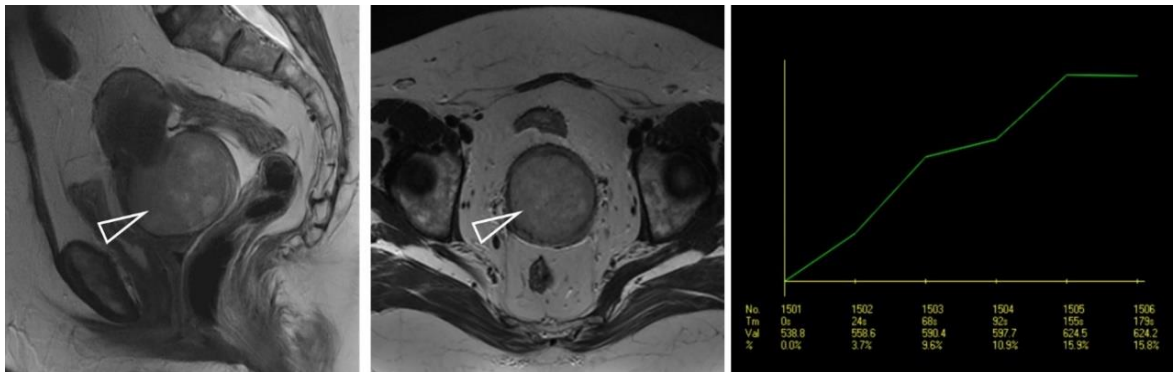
Женщина 47 лет, экспансивный процесс, представленный раком шейки матки. МРТ до ТЛЛНМ демонстрирует новообразование (стрелка), с I типом кривой контрастирования
